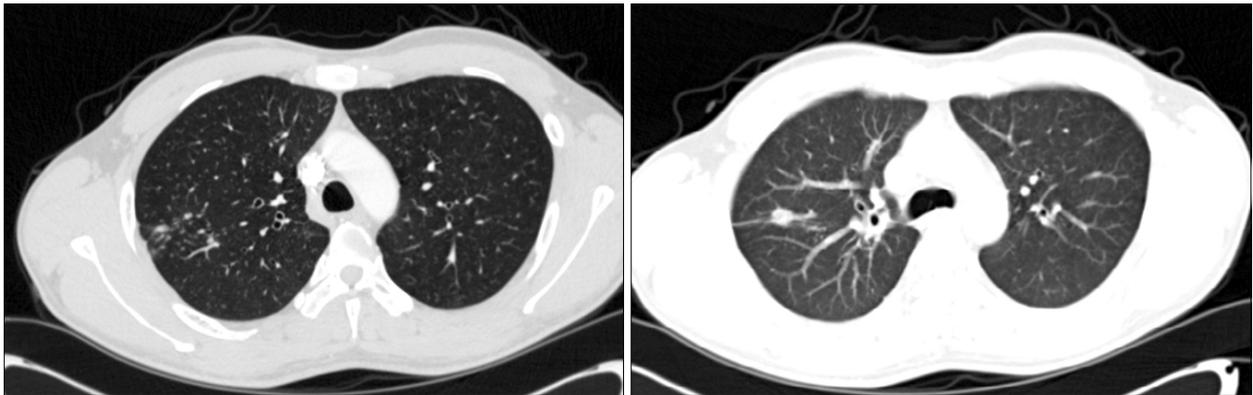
The initial chest CT shows a spiculated nodule with airbronchogram in the right upper lobe.
